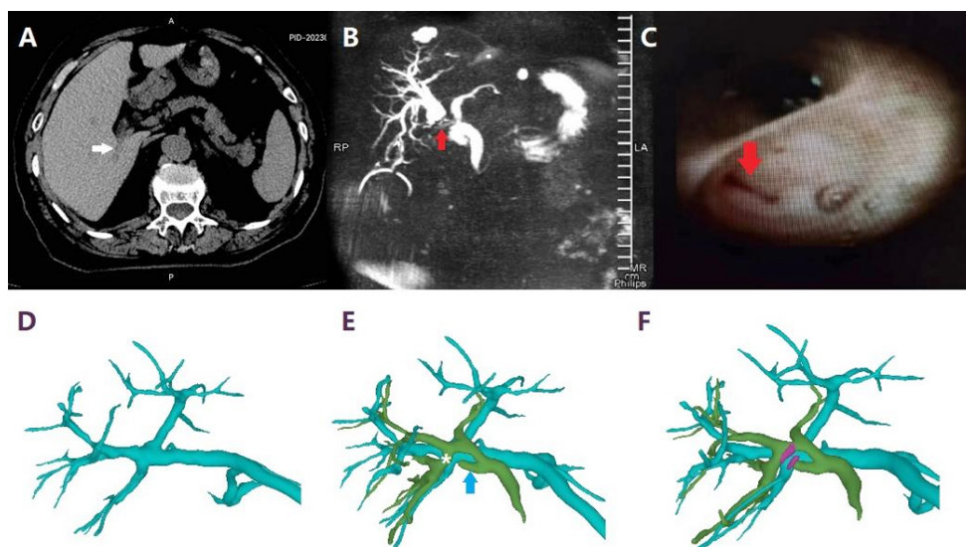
LC导致“南绕型”右后叶胆管损伤实例。老年女性病人，LC术前仅行平扫CT，手术记录提示临近胆囊壶腹可见“副肝管”，术中胆漏，予以结扎夹及缝扎闭合处理，病人术后短期出现黄疸及胆漏。术后MRCP发现右前叶、右后叶胆管汇合部被横断，推测术中损伤了临近胆囊壶腹部背侧走行的“南绕型”右后叶胆管而发生胆漏，在缝合与结扎过程中导致右前叶、右后叶胆管汇合部闭合性损伤。A：术前仅行腹部CT平扫，可隐约显示右后叶胆管（白色箭头）；B：LC术后出现黄疸，行MRCP，发现右肝管主干被横断，右半肝肝内胆管显著扩张；C：LC术后ERCP，发现右肝管开口完全闭锁；D：LC术后基于双源CT的三维重建，可见病人门静脉系统为“右前、右后、左支”独立分支形态，门静脉右支主干缺如；E：LC术后三维重建，可见胆管右后叶枝呈“南绕型”（白色*），术中残留较长的胆囊管（蓝色箭头）；F：LC术后基于双源CT的三维重建，可见结扎夹（紫红色）位于右前叶、右后叶胆管汇合部，致其狭窄
